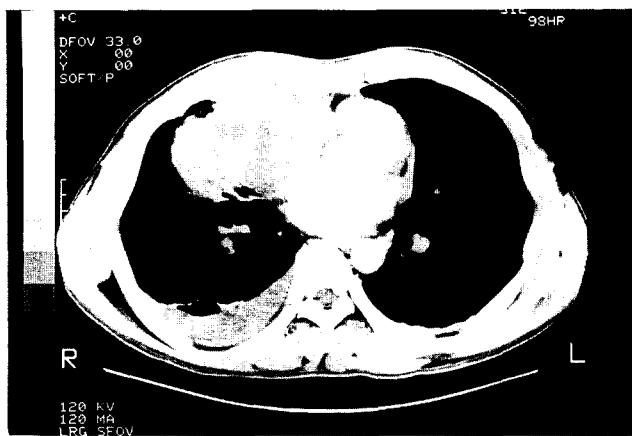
Preoperative chest Computed tomography showing $6 \times 5 \times 4\text{cm}$ sized mass on right middle lobe and pleural effusion.
